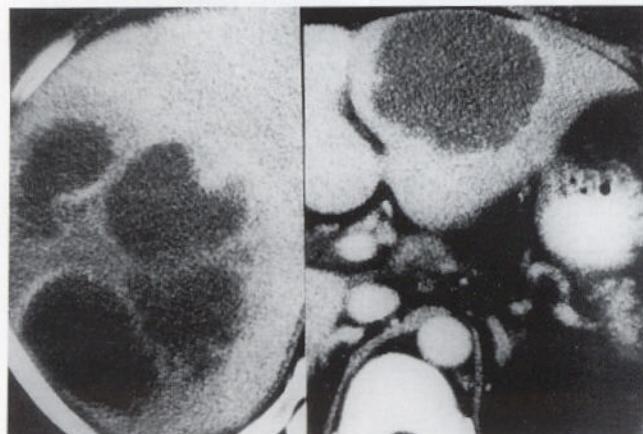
Abdominal CT scan shows unilocular abscess in left hepatic lobe and multilocular abscess in right lobe.
